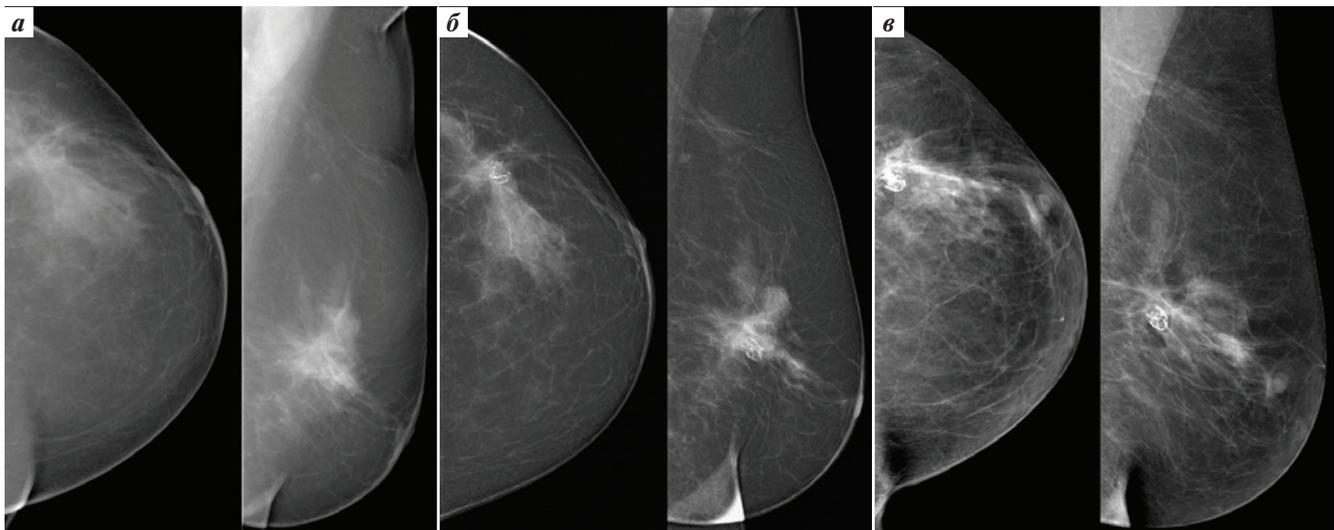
Эволюция рентгенологических признаков жирового некроза у пациентки У. из контрольной группы: а – жировая киста, 2017 г.; б – жировая киста с обызвествлением, 2018 г.; в – жировой некроз с наличием в структуре кольцевидных обызвествлений, 2019 г.
